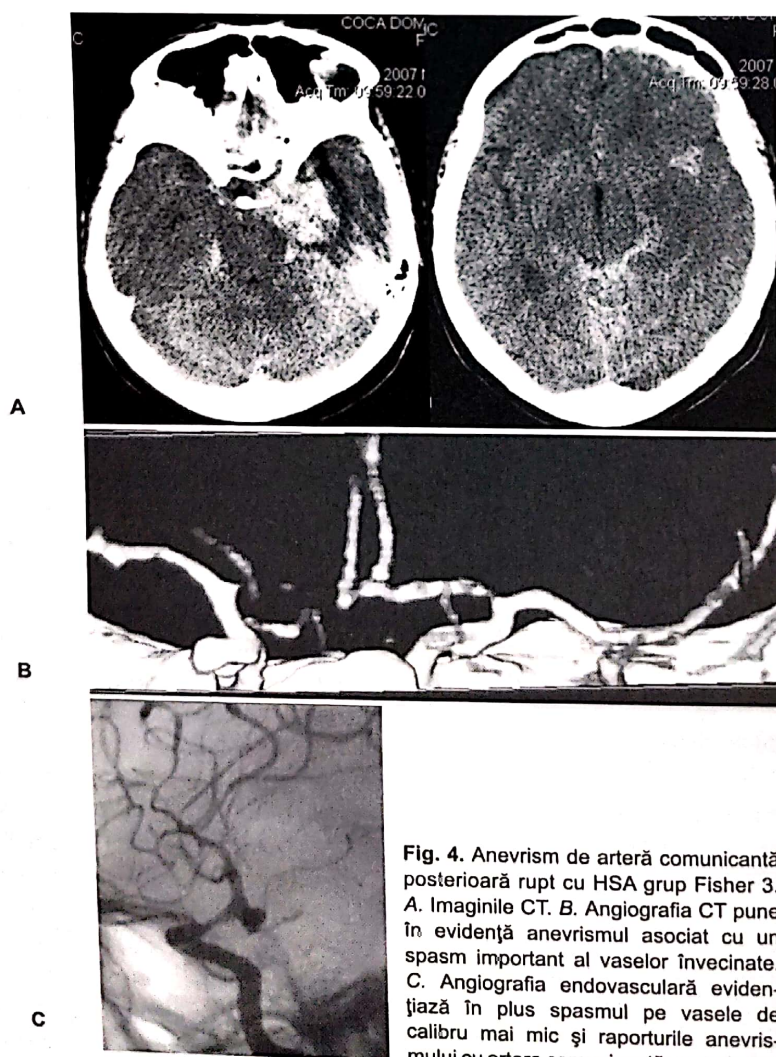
Anevrism de arteră comunicantă posterioară rupt cu HSA grup Fisher 3. A. Imaginile CT. B. Angiografia CT pune în evidență anevrismul asociat cu un spasm important al vaselor învecinate. C. Angiografia endovasculară evidențiază în plus spasmul pe vasele de calibru mai mic și raporturile anevrismului cu artera comunicantă posterioară.
